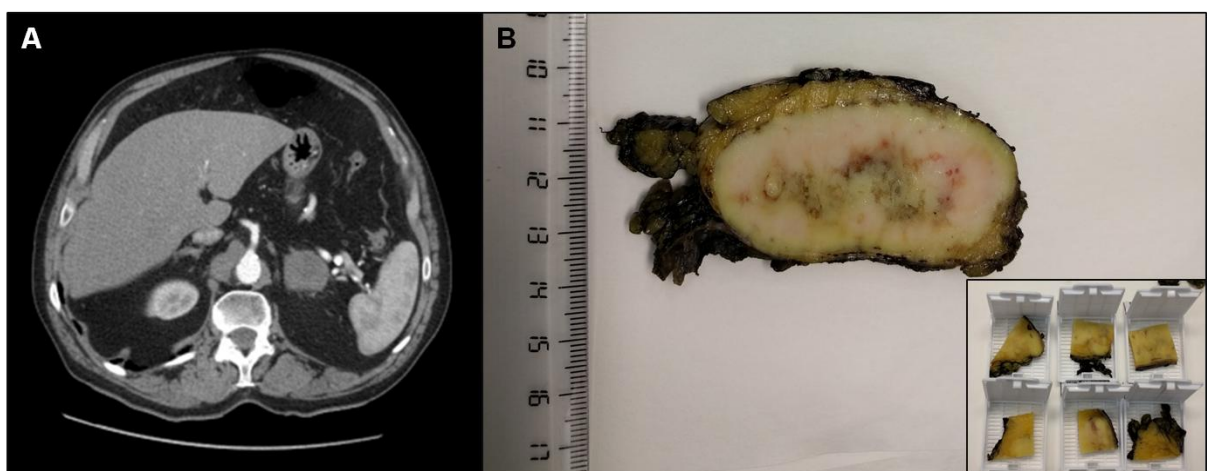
Metástasis en suprarrenal. A: Imagen de TAC que muestra corte transversal abdominal de la tumoración en la suprarrenal derecha con un diámetro máximo de 38 mm. B: Pieza de suprarrenalectomía izquierda donde podemos observar una lesión blanquecina con centro necrótico que ocupa prácticamente la totalidad de la sección. La imagen pequeña muestra cápsulas con las secciones de la pieza que posteriormente serán incluidas en parafina y cortadas y teñidas con hematoxilina-eosina para su estudio histológico.
